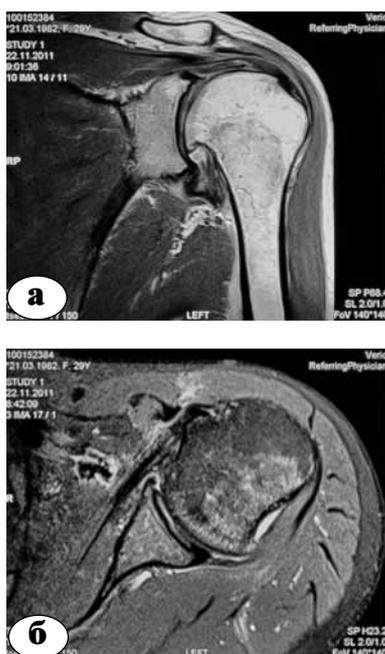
МРТ левого плечевого сустава через 11 месяцев после выполнения оперативного вмешательства: а – косо-корональный срез; б – аксиальный срез
